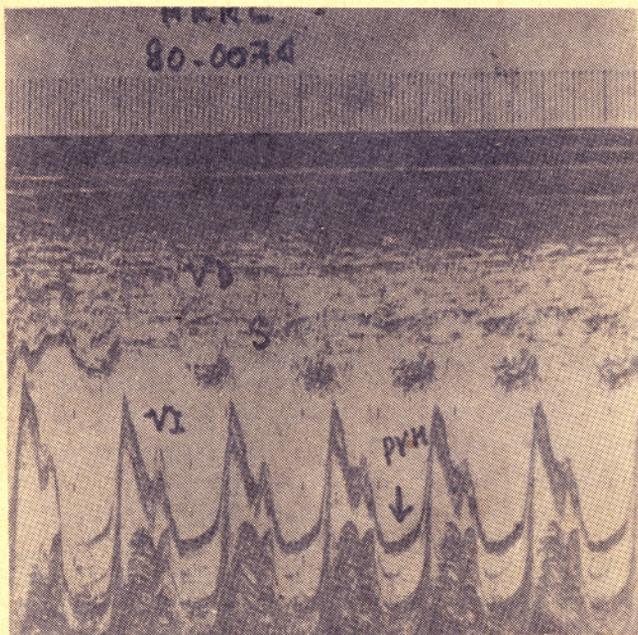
Ecocardiograma de la válvula mitral con prolapso holosistólico. La flecha señala el hallazgo.
